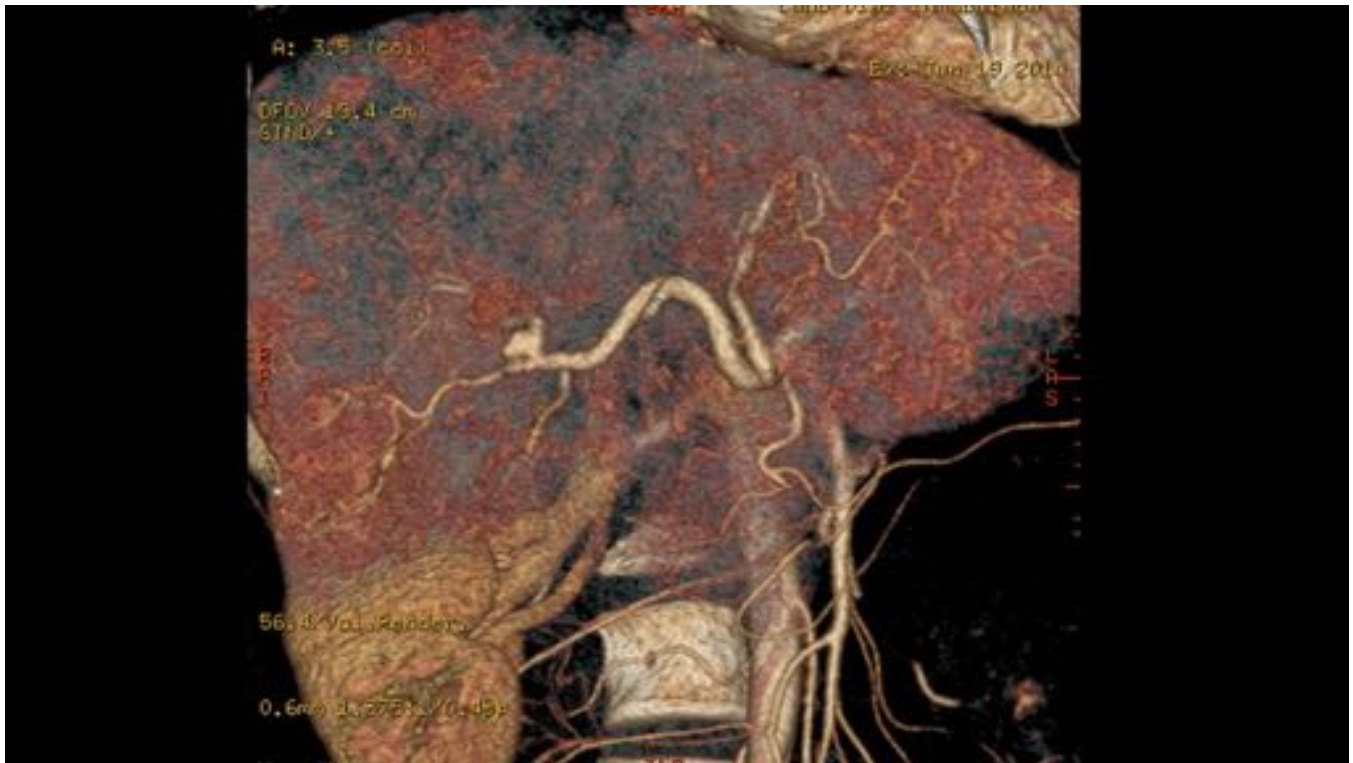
TC con reconstrucción VR. Aneurisma intrahepático de rama arterial hepática derecha.
